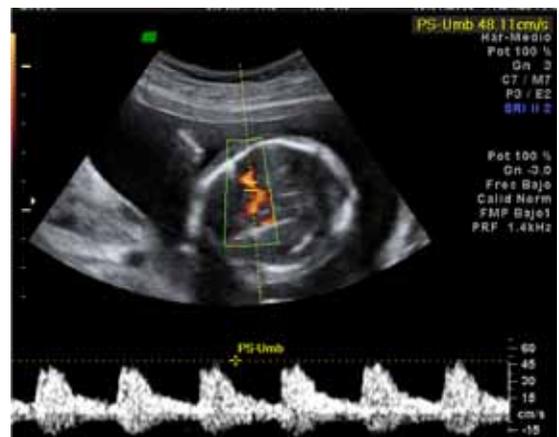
Registro doppler en ACM con pico sistólico de 48 cm/s.
